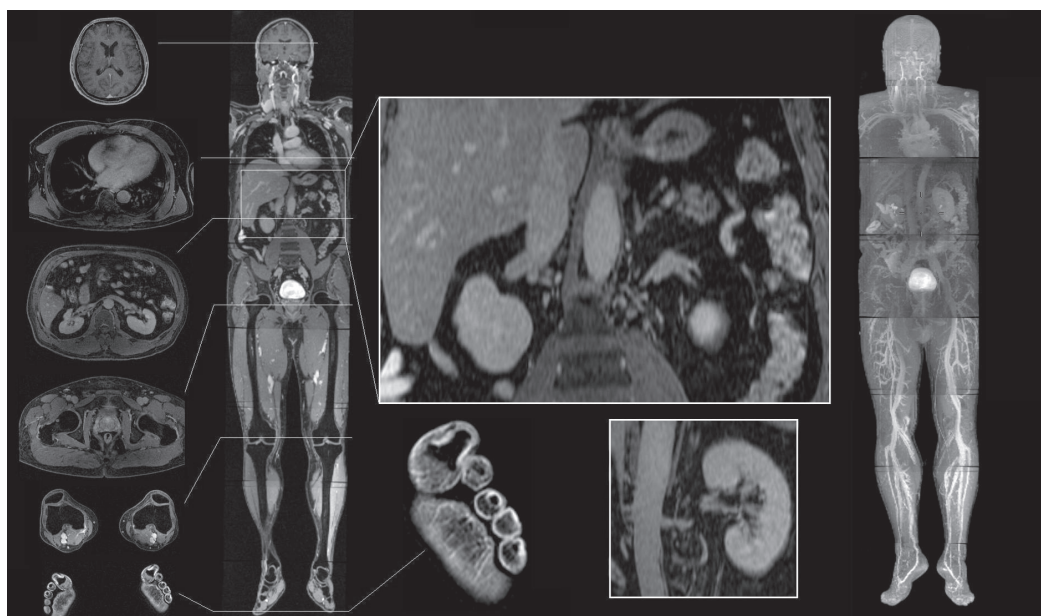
Whole Body 3T MRI performed with a custom-made imaging protocol on Philips Achieva 3T TX scanner in ECH Otwock. The original 1200 axial cross-sections of 1.7 mm thickness (left) are post-processed and reformatted using advanced algorithms allowing a 3-dimensional assessment in any plane.
